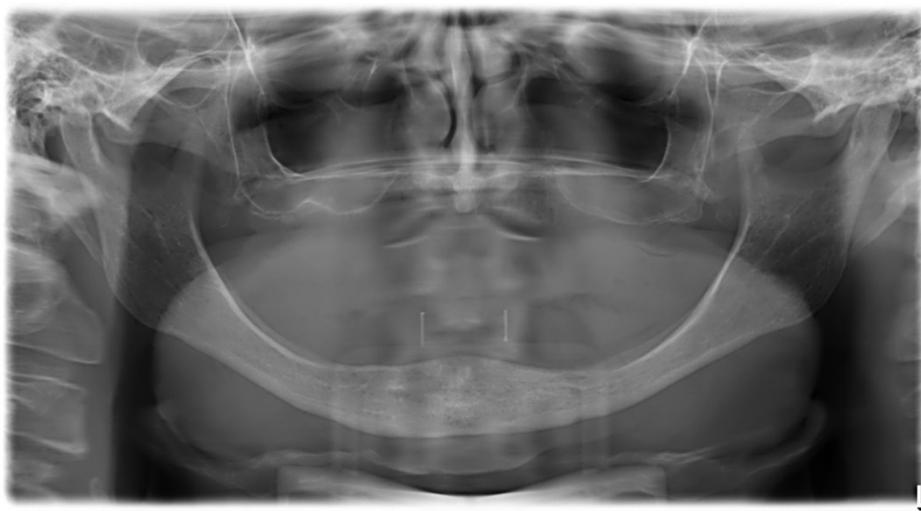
Radiografia panorâmica inicial realizada com 2 cones de guta percha posicionados na prótese total.
